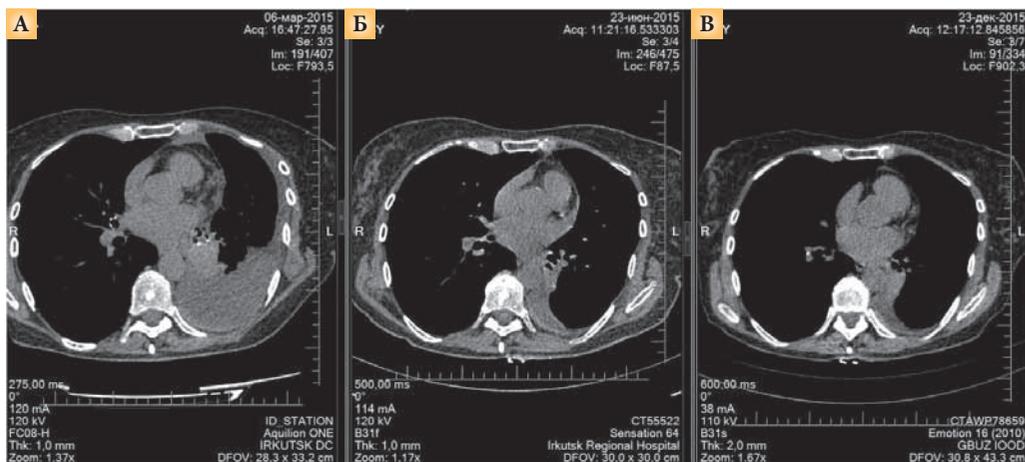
Результаты КТ, подтверждающие эффективность терапии кризотинибом (А – март 2015 г., Б – июнь 2015 г., В – декабрь 2015 г.)
